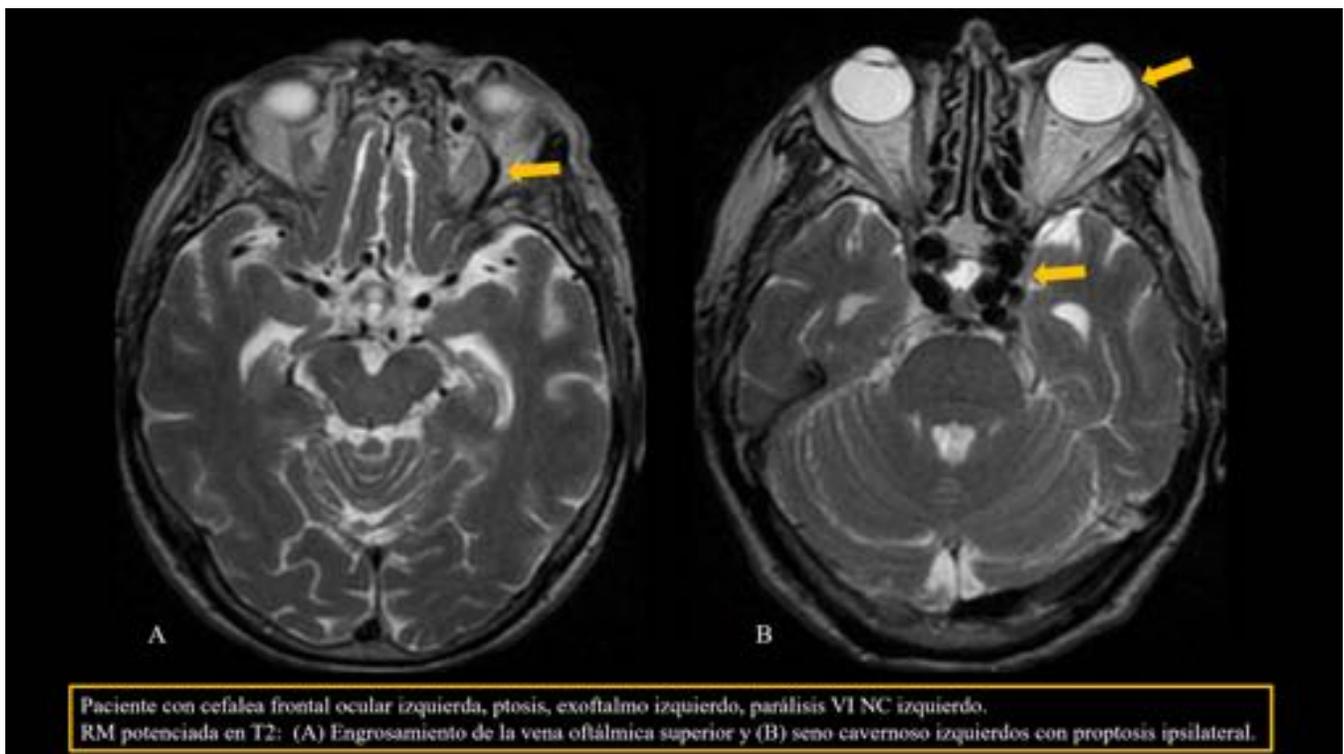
Hallazgos en RM de una FCC
